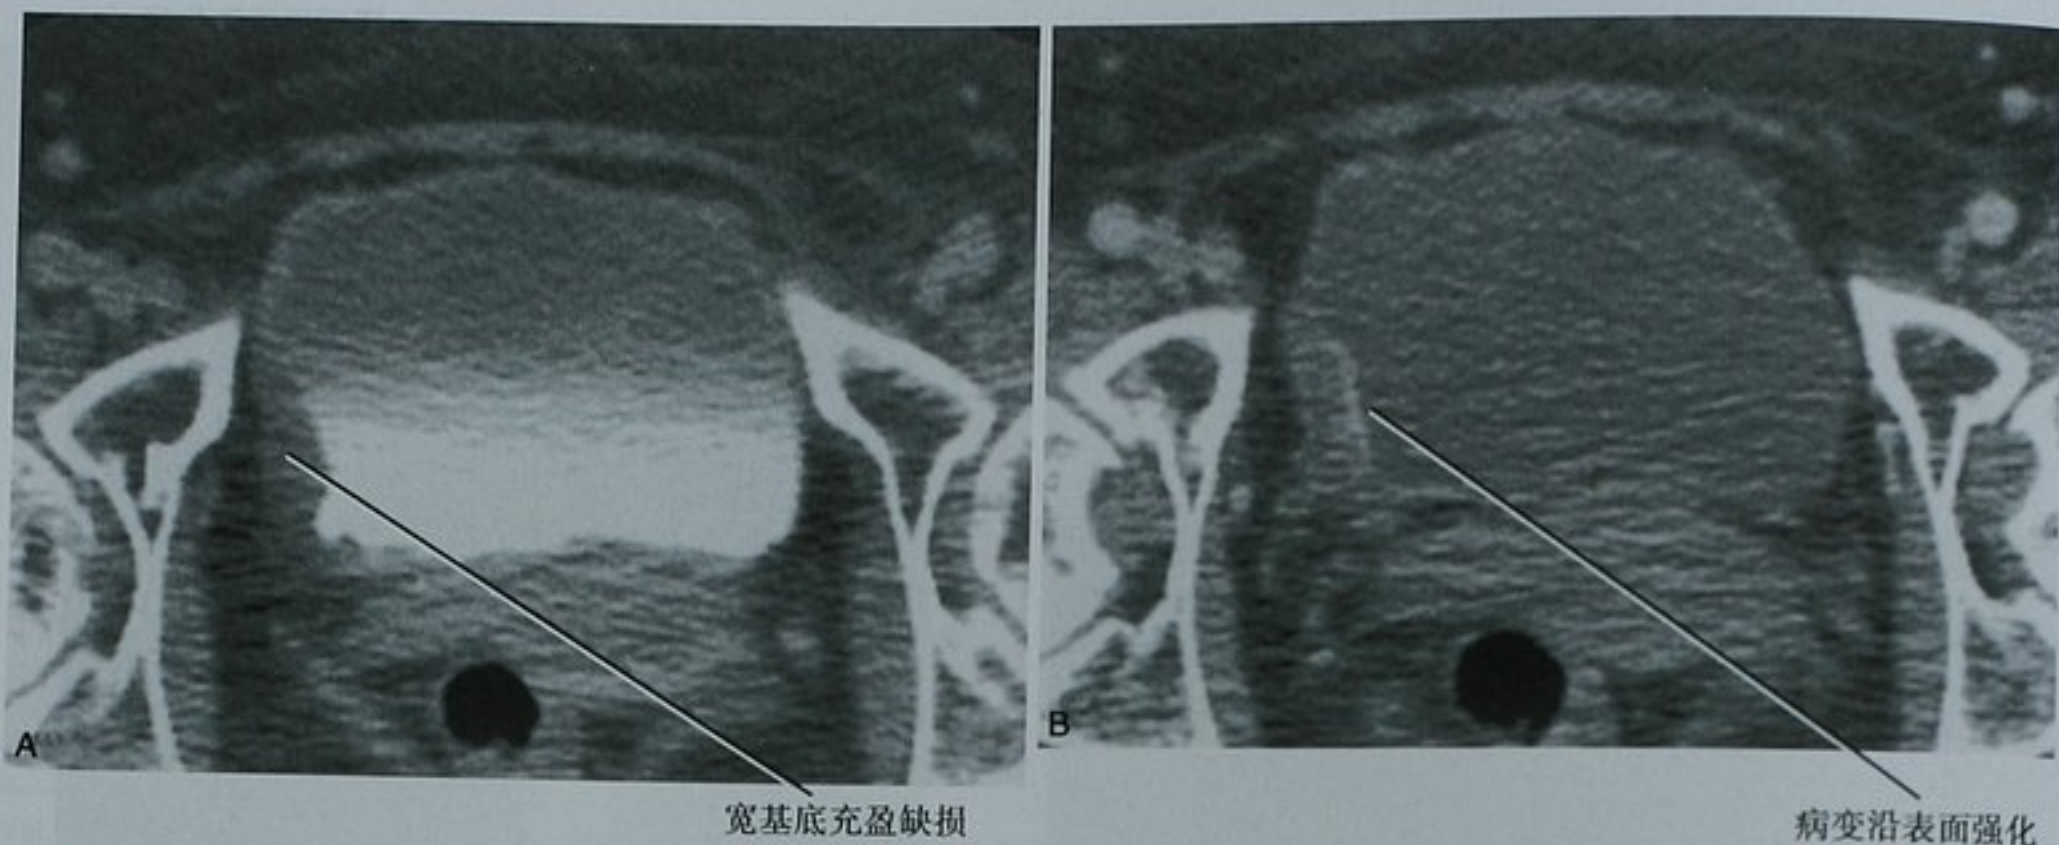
CT 增强用于显示膀胱内充盈缺损。A. 排泄期膀胱横断位图像显示一个沿着膀胱右侧壁的宽底充盈缺损；B. 复查肾实质期图像显示沿肿块表面的强化(泌尿上皮癌)
